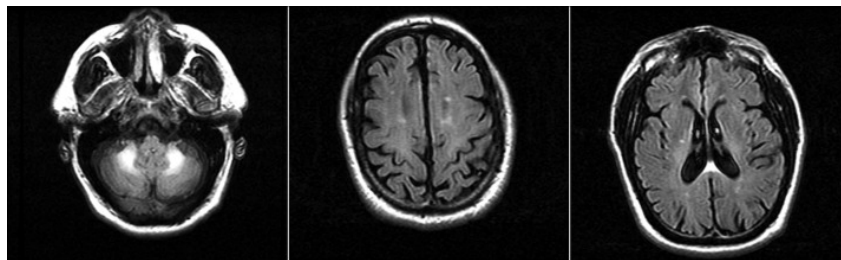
Risonanza magnetica assiale FLAIR (Fluid Attenuated Inversion Recovery) in un paziente FXTAS. (A) Iperintensità nel peduncolo cerebellare medio; (B,C) perdita di volume globale con iperintensità sparse della sostanza bianca. FXTAS, Fragile X-associated tremor ataxia syndrome. Da Tremor Other Hyperkinet Mov (N Y). 2012 May 11;2:tre-02-56-352-1. doi: 10.7916/D8HD7TDS
